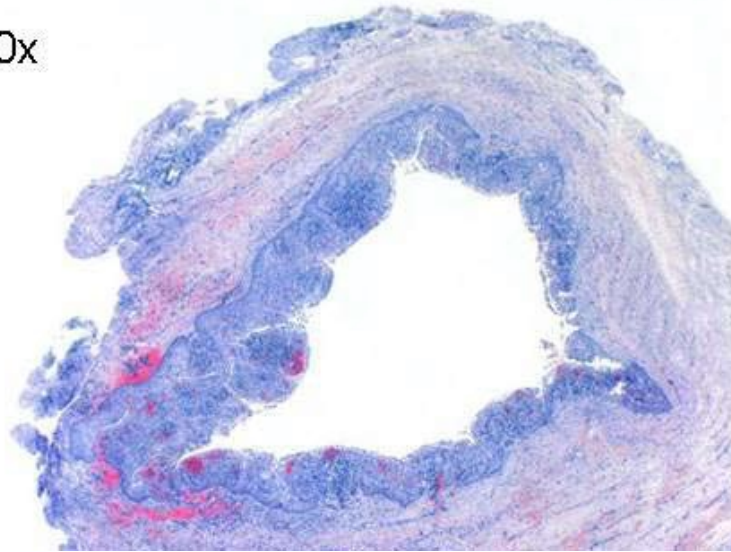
Vista panorámica de quiste periapical donde se observan sus elementos⁷.
